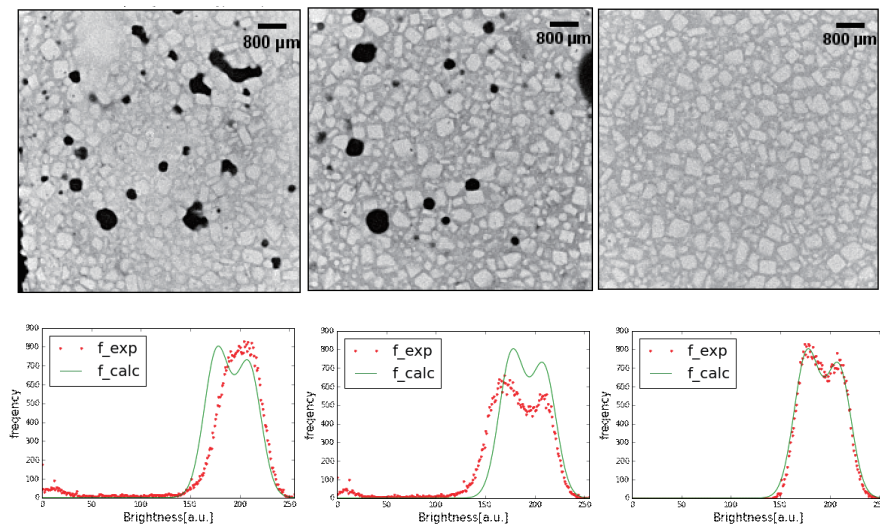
各混合時間における推進薬の X 線 CT 画像とその輝度ヒストグラム(左から混合時間 30 min, 70 min, 150 min)
